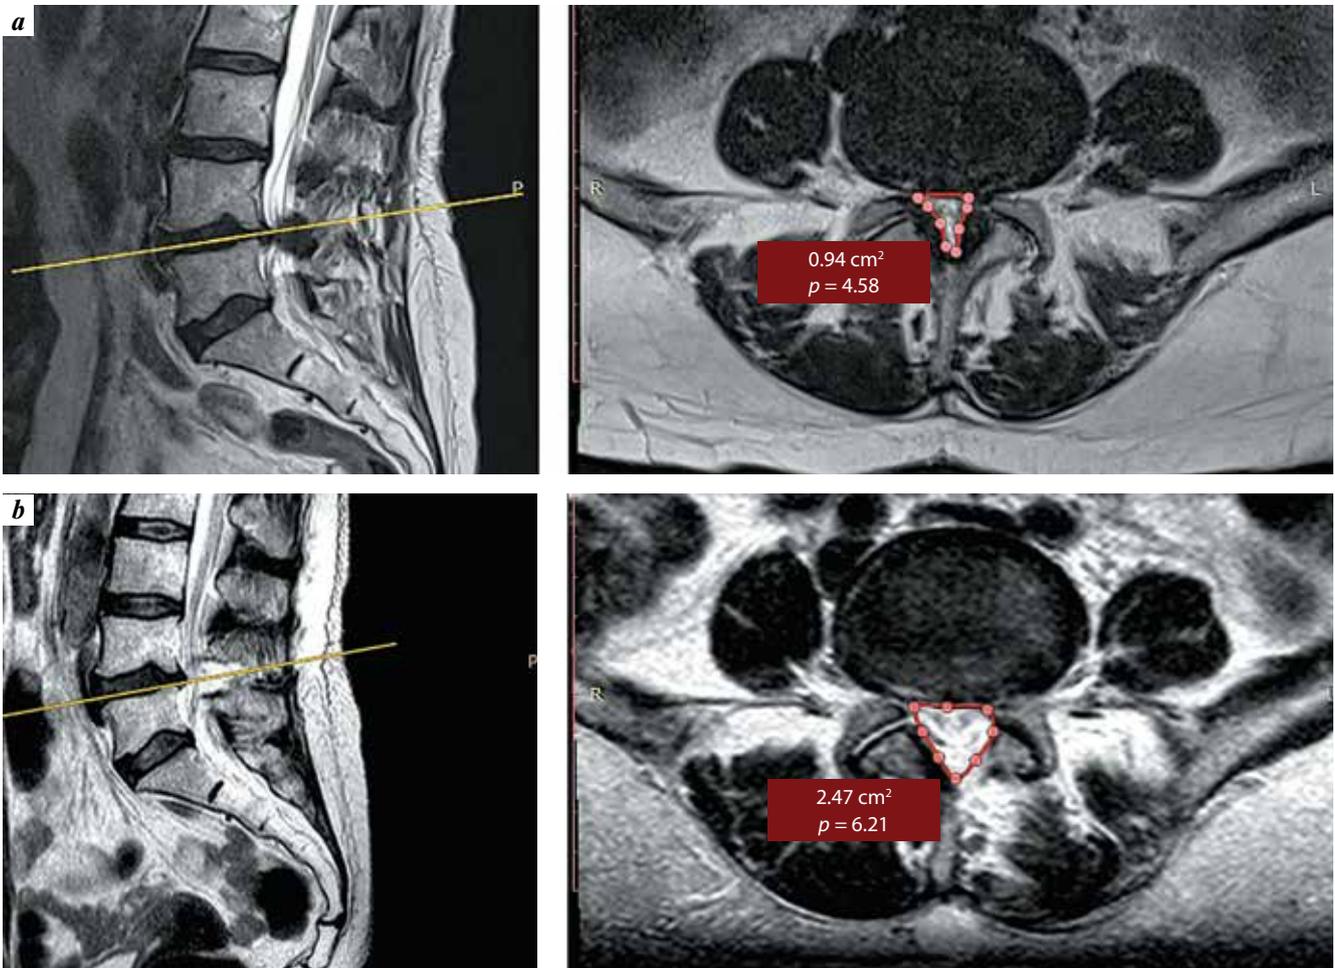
Dynamics of the cross-sectional area (CSA) of the spinal canal in cm² per magnetic resonance imaging: a – prior to surgery: CSA = 0.94 cm²; b – on day 1 after endoscopic decompression: CSA = 2.47 cm²
